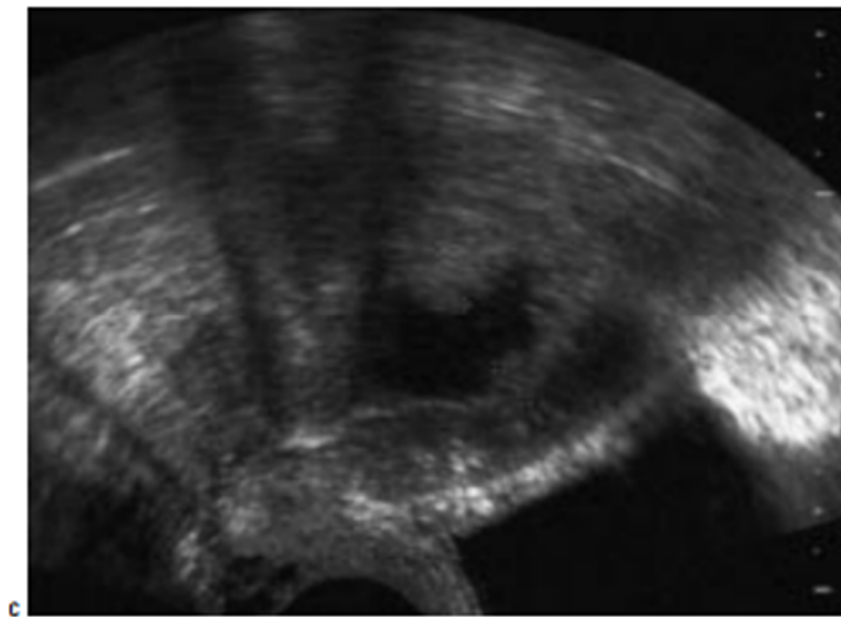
Aspect du cancer de l'endomètre à l' hystérosonographie : endomètre épaissi irrégulier.
